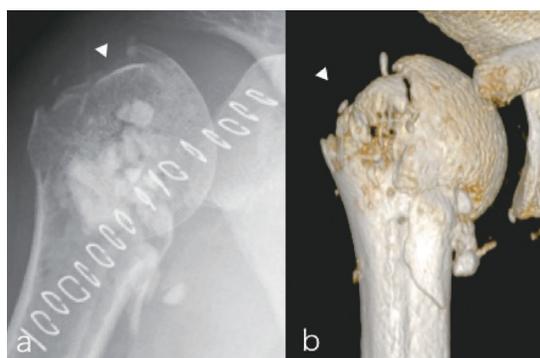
症例 2, a. 術後 1 週単純 X 線正面像, b. 術後 1 週 CT
